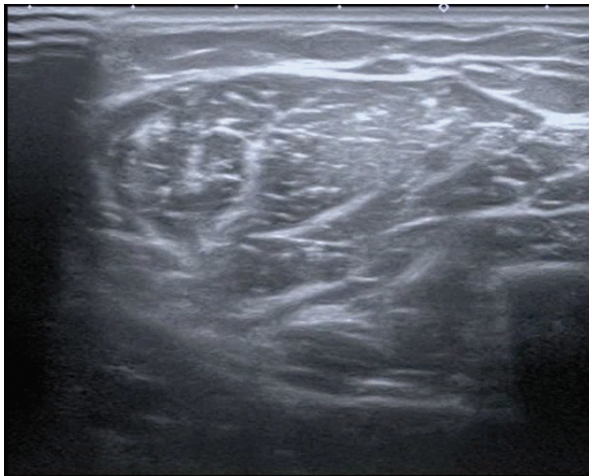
Ultrasound examination of the right quadriceps muscle of patient B
